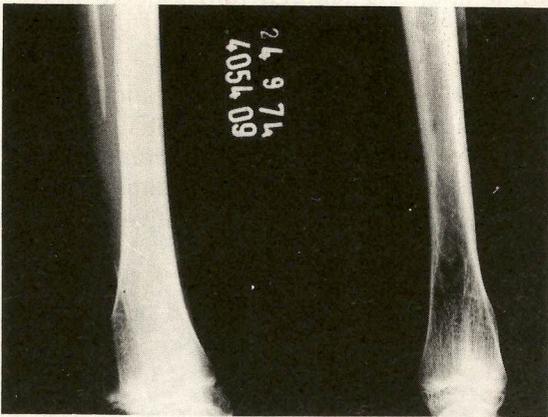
Radiografia após a 2ª cirurgia.
